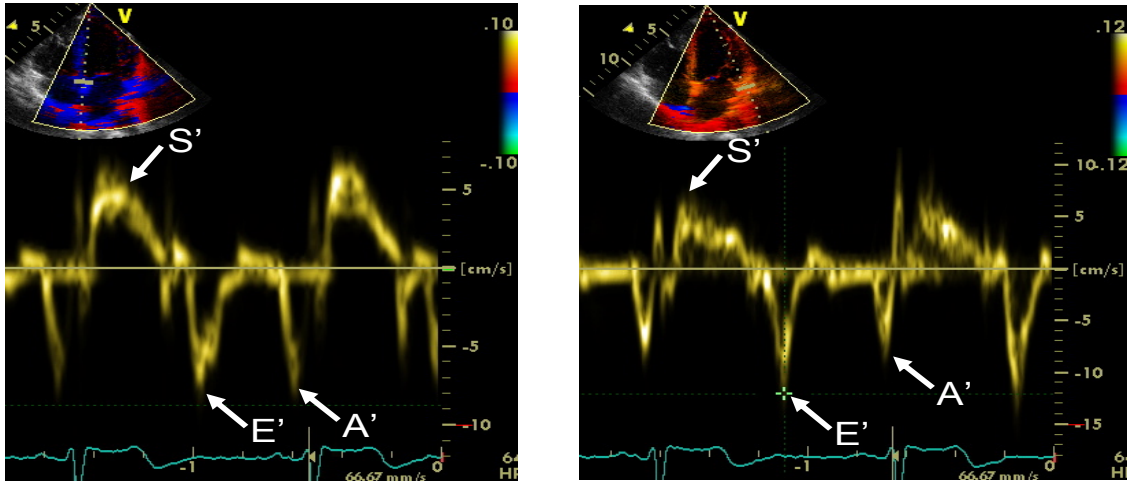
Doppler tecidual do anel mitral. O Doppler tecidual obtido no anel mitral em seus segmentos septal (painel à esquerda) e lateral (painel à direita). Determina-se os valores das velocidades máximas do deslocamento miocárdio durante a sístole (S'), no início (E') e no final da diástole (A') em cada segmento do anel mitral e calcula-se a média para cada variável do Doppler tecidual.
